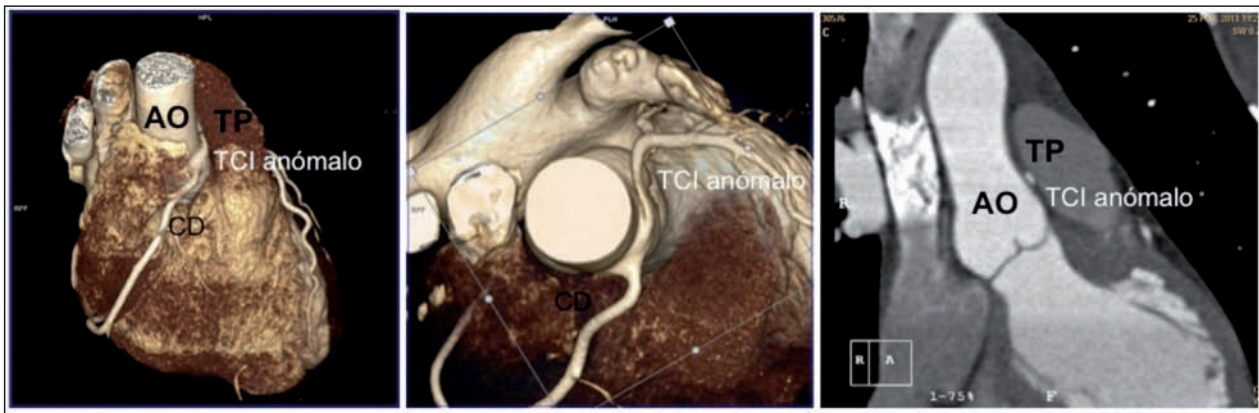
TC de 64 detectores con adquisición prospectiva y reconstrucciones volumen rendering y MIP. Arteria coronaria izquierda anómala que se originaba en el seno coronario derecho, con un ostium independiente, con un trayecto interarterial (entre la aorta y el tronco pulmonar) y segmento proximal de probable curso intramural. AO: Aorta; TP: tronco pulmonar; TCl: tronco coronario izquierdo; CD: arteria coronaria derecha.
